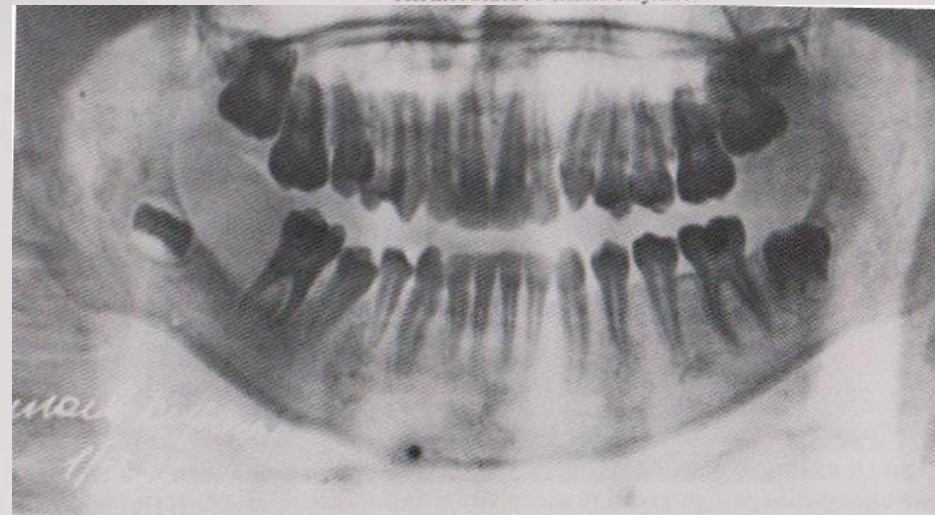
Ортопантомограмма. Эпюлис в области 46 и зачатка 47. видна мягкотканая тень, деструкция альвеолярной части нижней челюсти соответственно 46 и смещенному зачатку 47.
